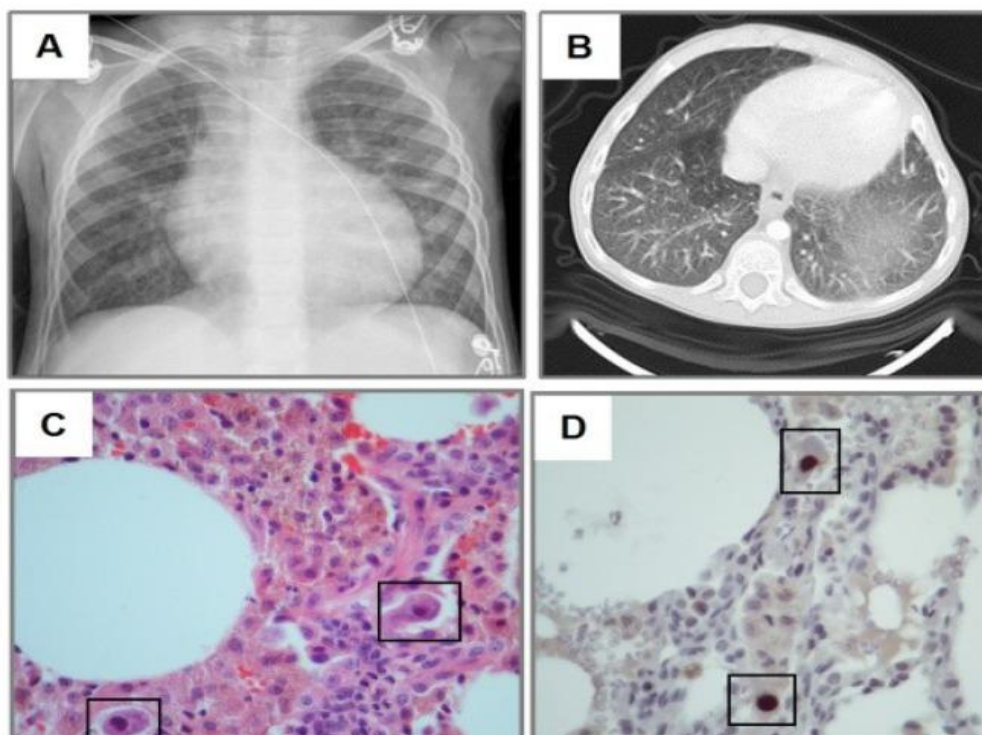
Диагностика цитомегаловируса (ЦМВ) легких (А – рентгенограмма легких: диффузное помутнение, более заметное в левом основании; В - «матовое стекло» на компьютерной томографии; С - Н & Е окрашивание; D - иммуногистохимическое выявление ЦМВ)
